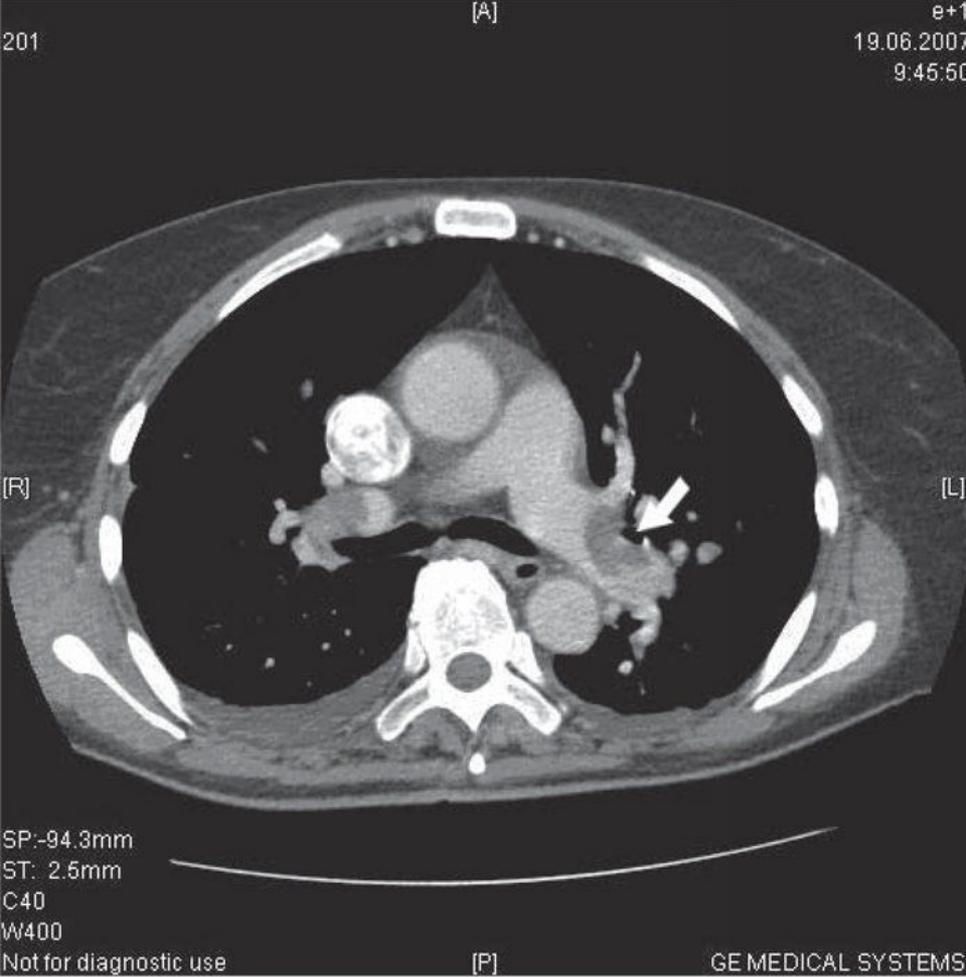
Спиральная КТ с контрастированием ЛА. Тромбоз правой и левой ЛА
